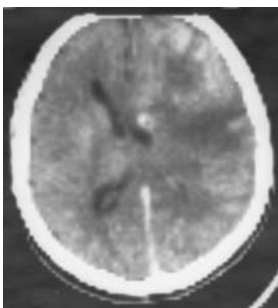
КТ головного мозку до операції
